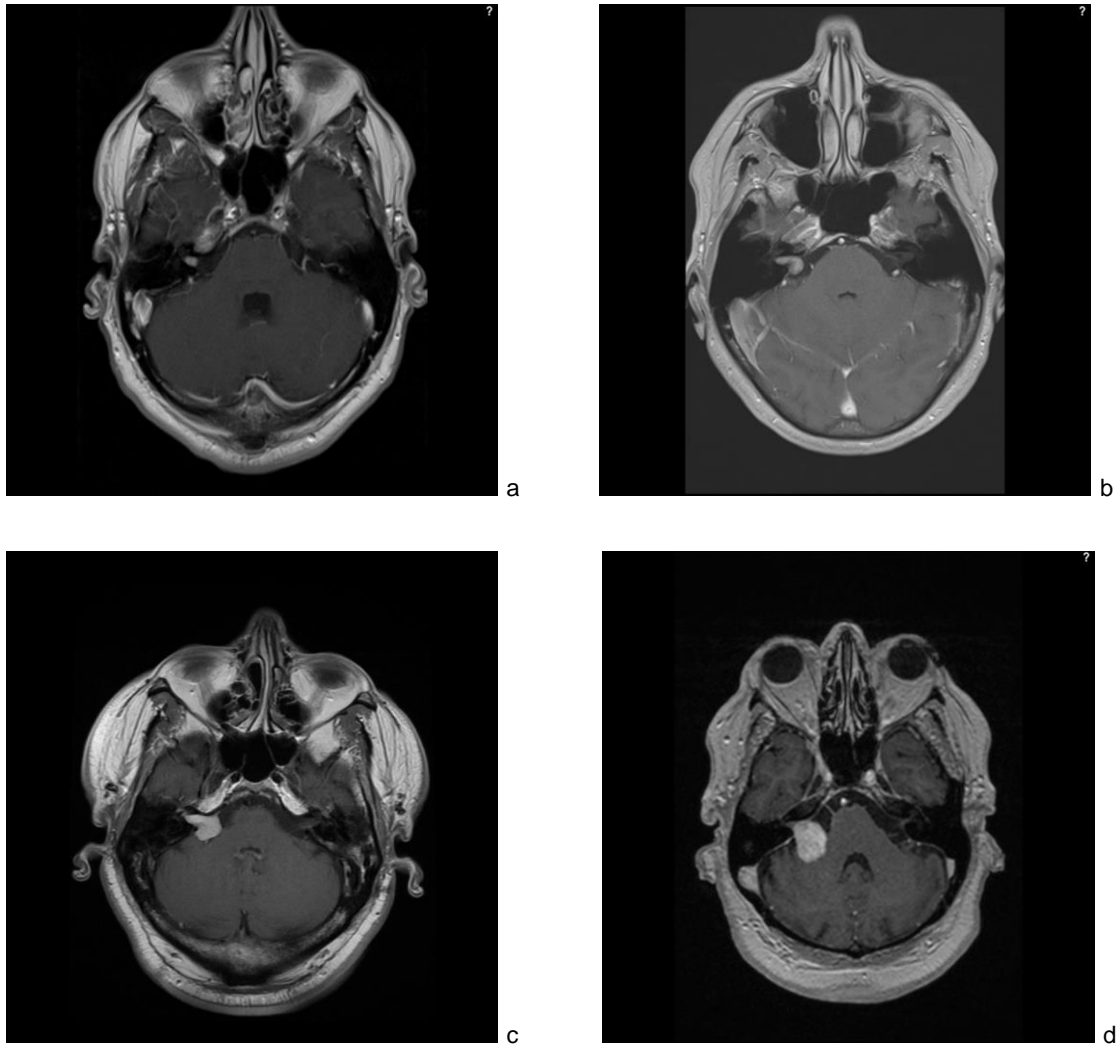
a-d: MRT, T1 gewichtet nach Gadoliniumgabe eines VS im T1- Stadium rechts (Abb. a), VS rechts T2- Stadium (Abb. b). T3- Stadium rechts (Abb. c), T4a- Stadium rechts mit beginnender Dislokation von Hirnstamm und Kompression des Kleinhirns (Abb. d).
